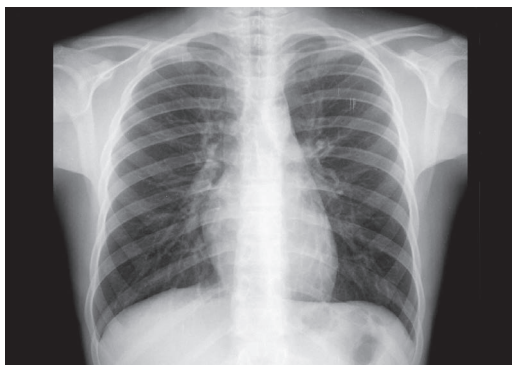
Radiografia do tórax PA: linha hipotransparente que delimita a silhueta cardíaca evidenciando a pleura (setas pretas); imagem hipertransparente contornando o botão aórtico com extensão à face anterior do coração (círculos); linha hipertransparente acima do diafragma (sinal do diafragma contínuo) (seta cinza); enfisema subcutâneo supraclavicular bilateral (setas brancas).
